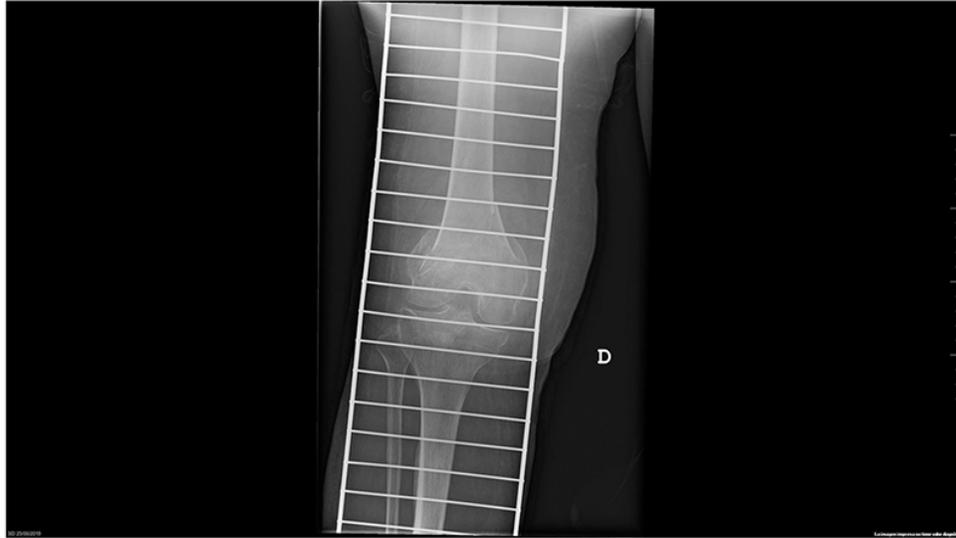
Radiografía AP de rodilla: fractura supracondílea de fémur.
